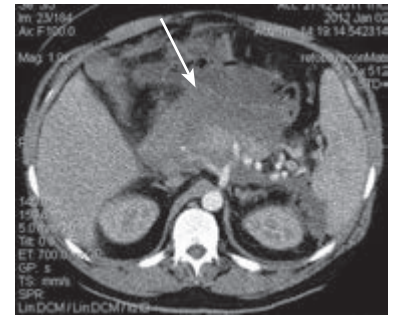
Спиральная компьютерная томография живота. Флегмона забрюшинного пространства
